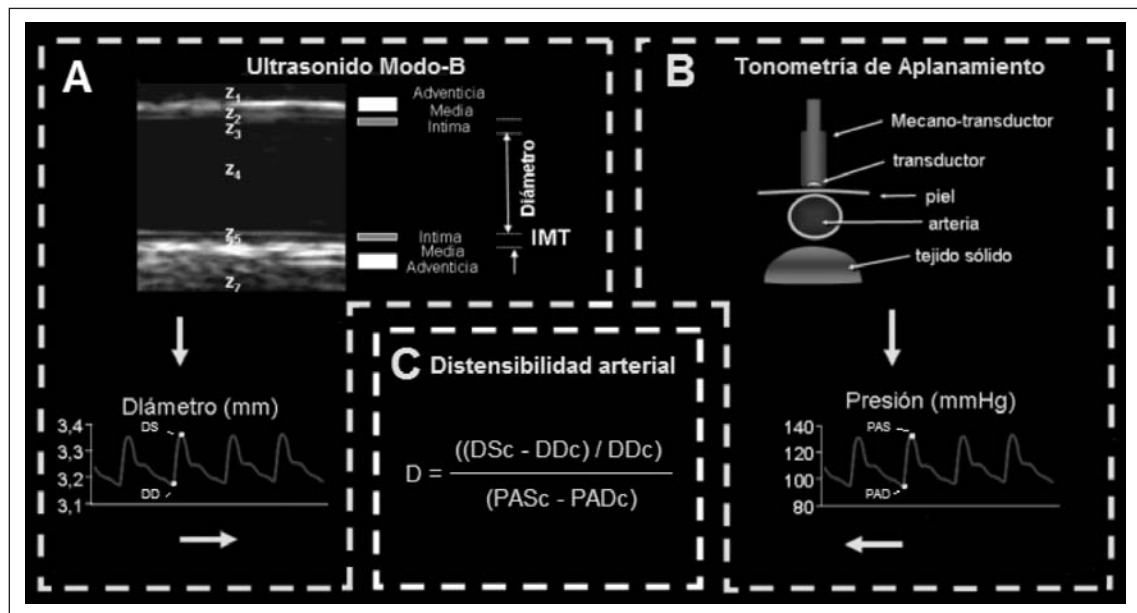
Representación esquemática de la obtención de señales de presión y diámetros arteriales a partir de tonometría de aplanamiento y ultrasonido modo-B, respectivamente. La obtención de los valores sistólico-diastólicos de diámetro (A) y de presión (B) permite calcular la distensibilidad arterial (C) en los sectores definidos de estudio.
